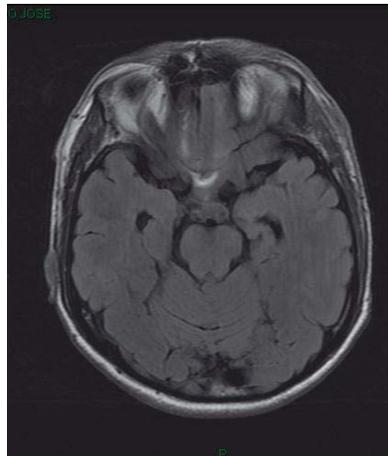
Corte axial en secuencia T2 FLAIR que muestra atrofia temporal, medial izquierda en un paciente con encefalitis viral herpética
